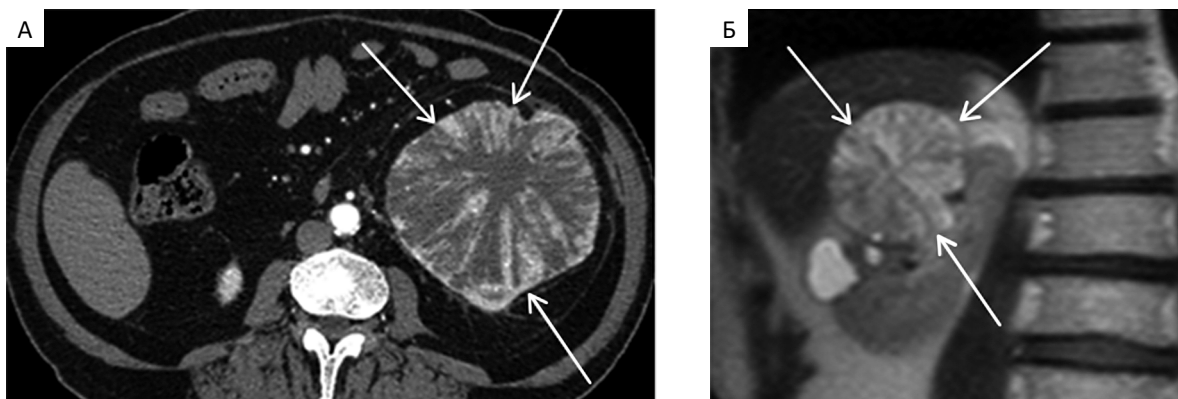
А — Аксиальная компьютерная томограмма брюшной полости в кортикомедуллярную фазу внутривенного контрастирования пациентки П. 71 года с онкоцитомой левой почки (размерами до 10×12 см в поперечнике); Б — корональная МР-томограмма (в T2) брюшной полости пациентки Г. 65 лет с онкоцитомой правой почки. В обоих случаях в почках — крупные узловые образования с четкими волнистыми контурами и характерной внутренней структурой в виде «колеса со спицами» (стрелки)
